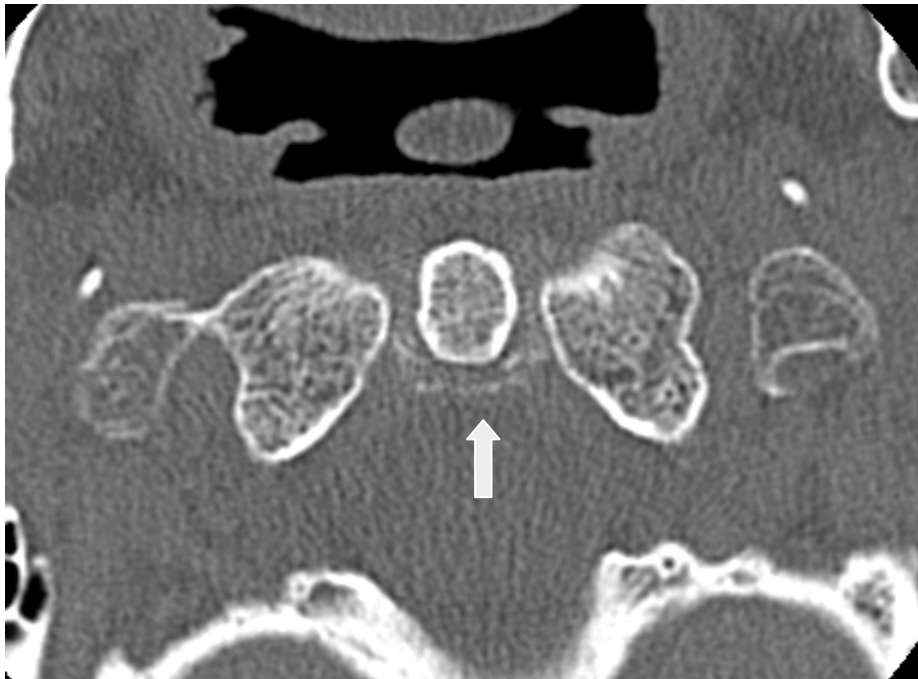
頸椎 CT 所見（第二頸椎歯突起周囲に石灰化像を呈する）
